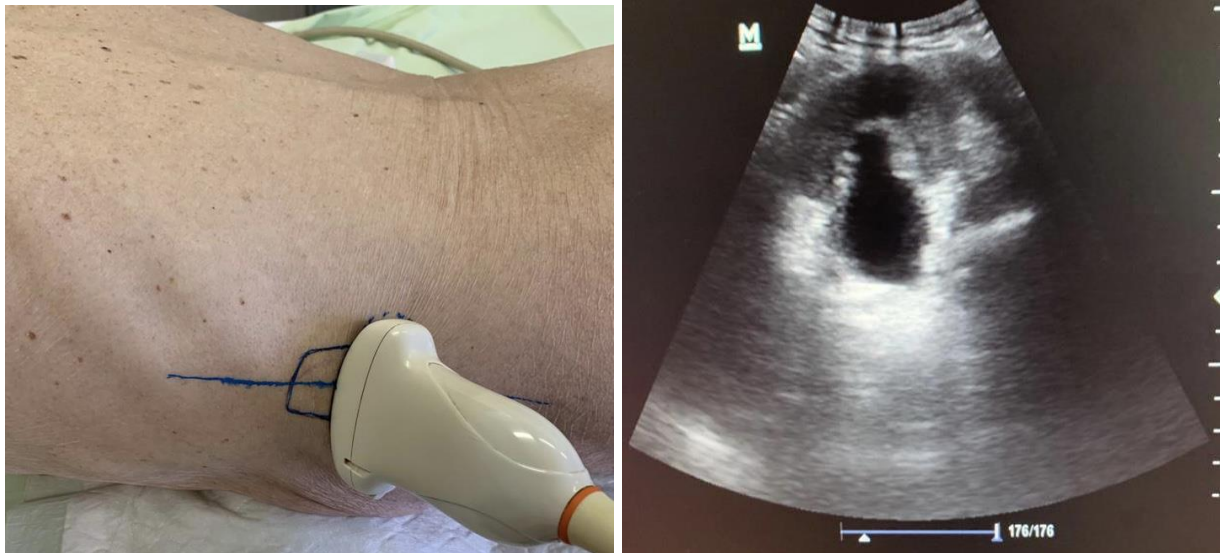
УЗИ почки при продольном расположении УЗ датчика
